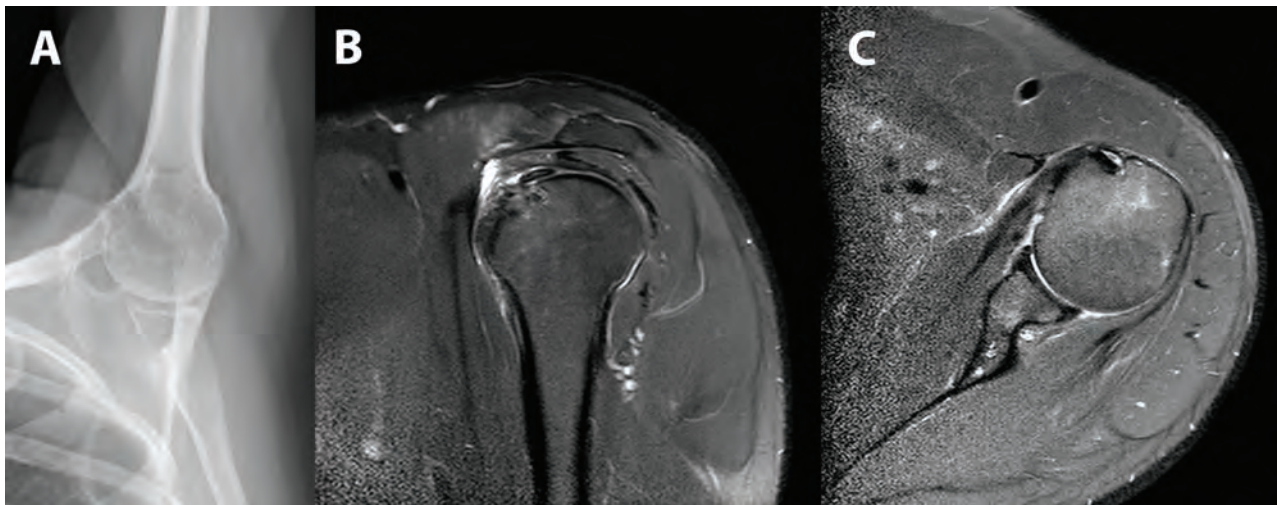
A) Radiografía de hombro izquierdo 1 semana luego de la cirugía que muestra la ausencia de calcio remanente. B y C) Cortes sagital y axial respectivamente de la resonancia nuclear magnética 3 meses luego de la cirugía demostrando la ausencia del depósito de calcio y la indemnidad del tendón reparado.
